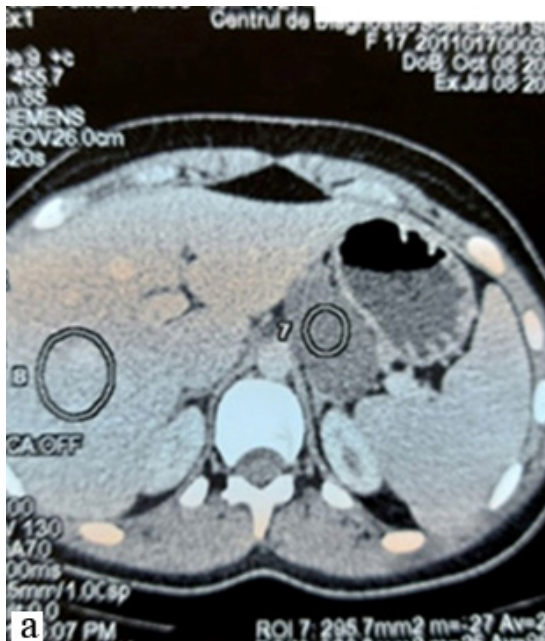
Tomografie computerizată.
